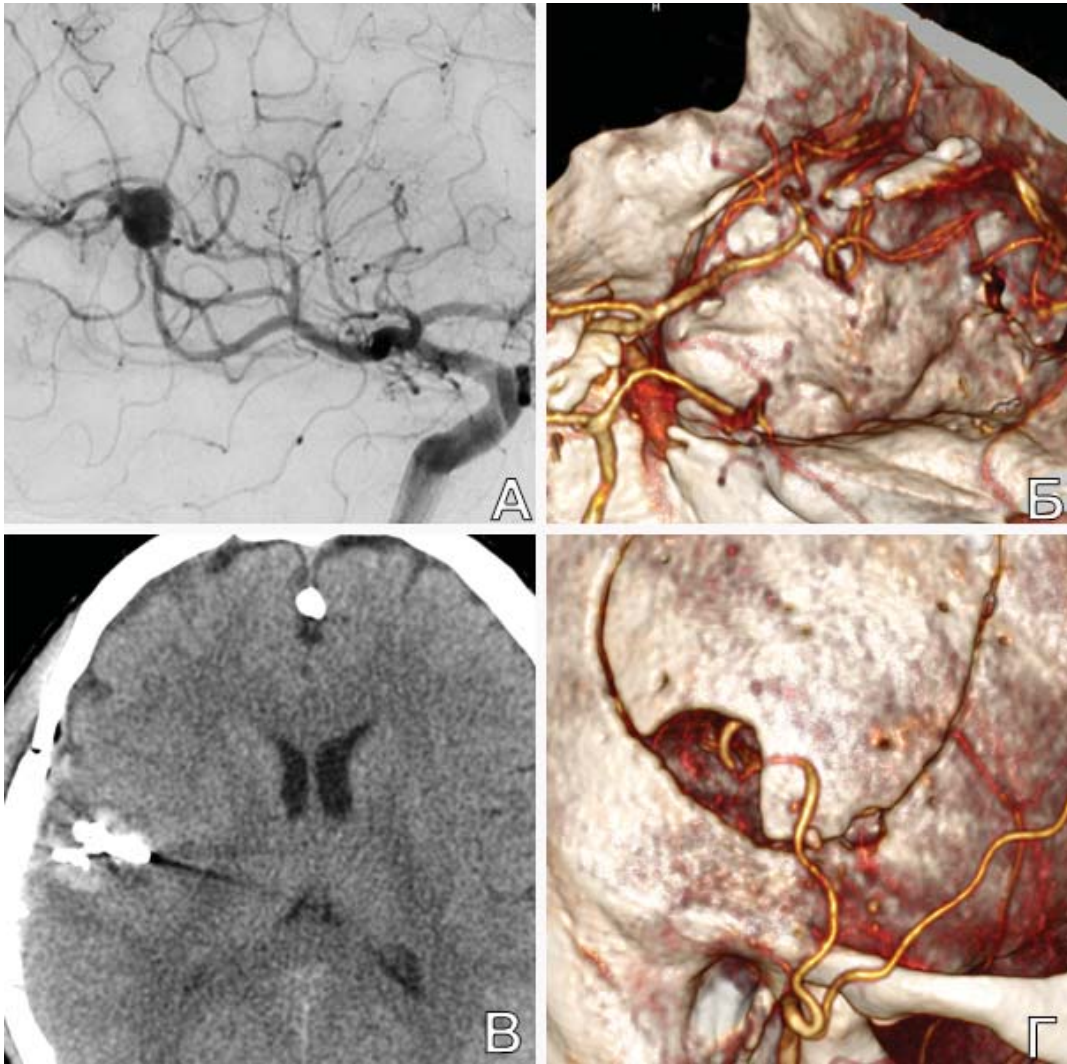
Трепанг ФА М3-сегмента СМА после ЭИКМА у пациента Л., 40 л. А. ЦАГ до операции: видна ФА М3-сегмента правой СМА; Б. КТА (3D) п/о: аневризма не контрастируется; В. КТ головы п/о: вокруг зоны вмешательства определяется легкая венозная отечность; Г. КТА скальпа (3D) п/о: хорошо видна теменная ветвь ПВА, идущая в интракраниальное пространство
